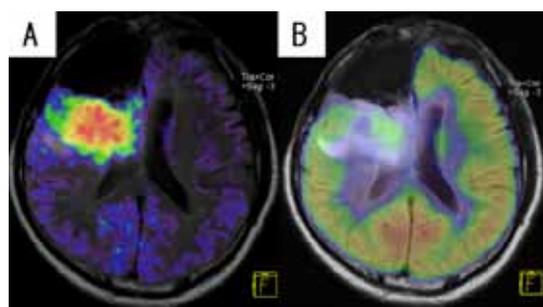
ある症例(WHOグレード3の神経膠腫)の¹⁸F-DOPA PET(A)、および¹⁸FDG PET(B)画像。腫瘍進展の診断は¹⁸F-DOPA PETの方が明瞭である。
